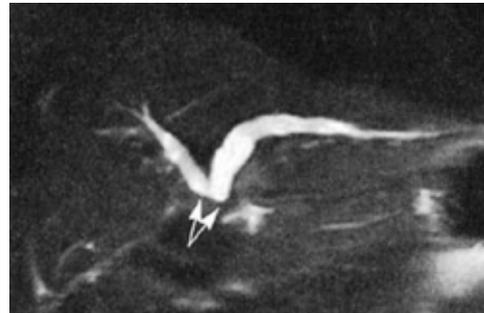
МРТ-холангиография. Повреждение ВЖП, 4-й тип по Н. Bismuth (указаны стрелками)
